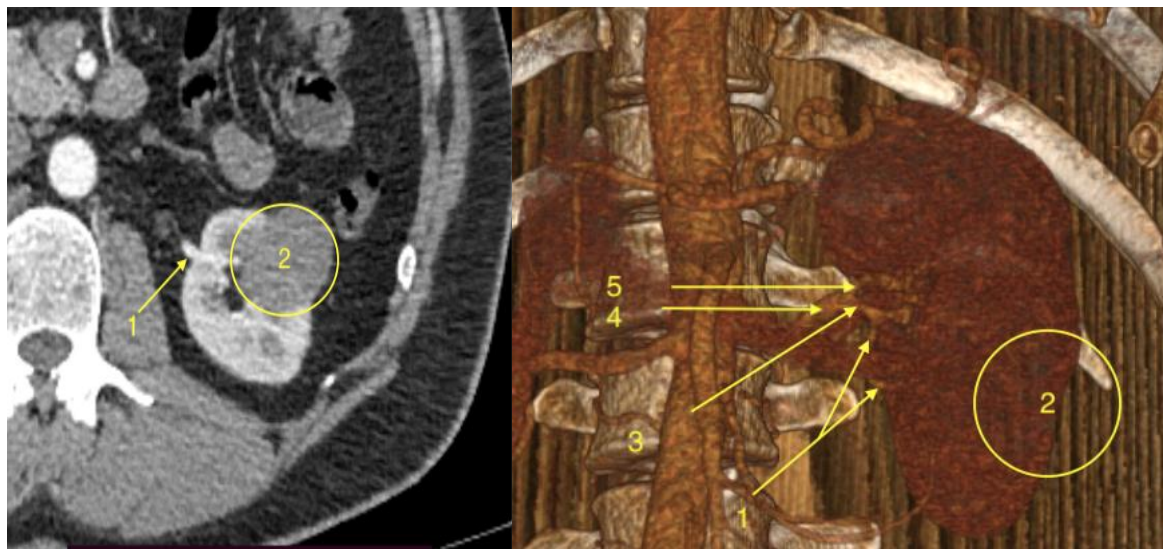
Ком'ютерна томограма пацієнта Т., 48 р. з пухлиною правої нирки. Структура пухлинного процесу та ангіоархітектоніка нирки: 1- ниркова артерія; 2 – сегментарна ниркова артерія; 3 – паренхіма нирки; 4 – пухлина нирки; 5 – додаткові артерії правої нирки, що відходять від а. іліаса com. dex., безпосередньо до ложа пухлини.
